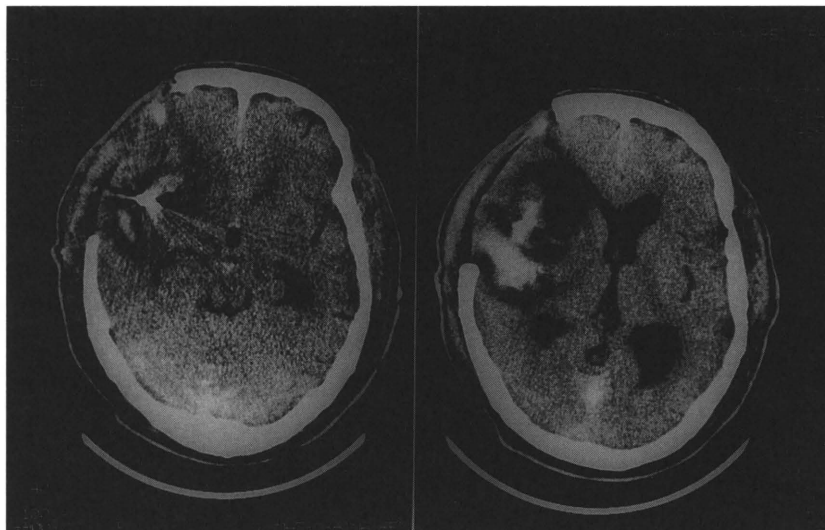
低体温療法開始後3日目のCT：正中偏倚の改善，脳底槽の出現をみる。
